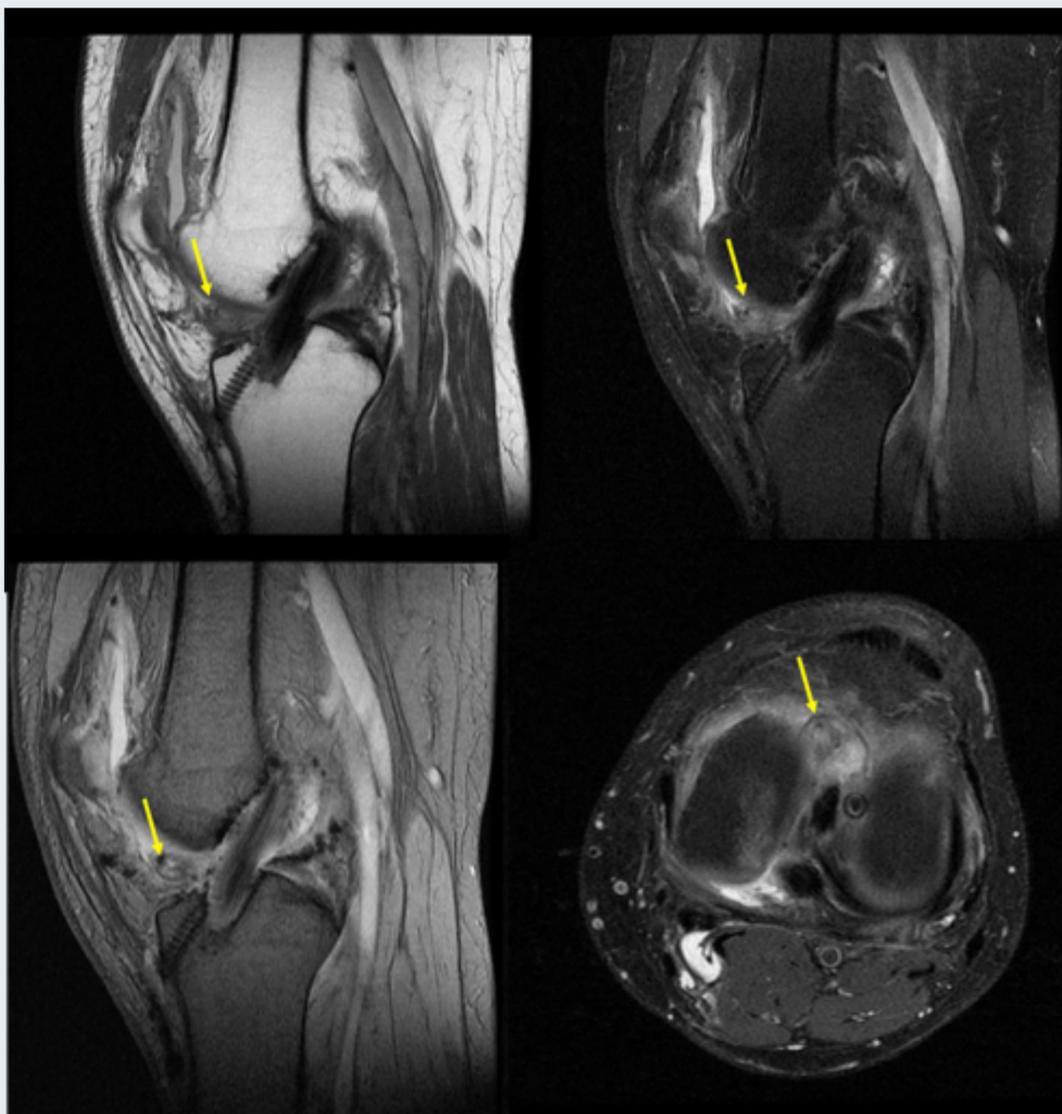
Imágenes de RM sagitales y axiales en paciente intervenido de plastia de LCA que presentaba dolor. Se evidencia un tejido en la región intercondilar (véanse flechas amarillas) compatible con artrofibrosis, en forma de la conocida como lesión del cíclope: en una localización anterior y de morfología nodular.
